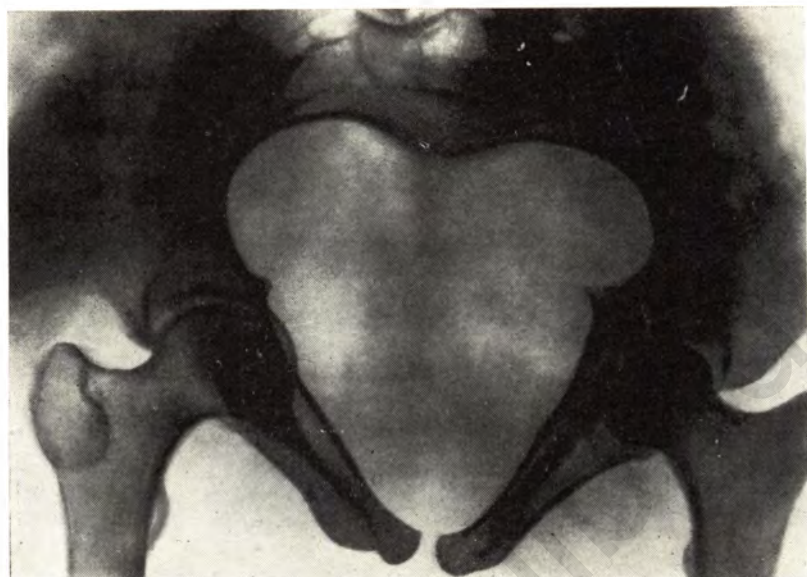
Рентгенограмма входа в таз. Вход в малый таз воронкообразной формы.
